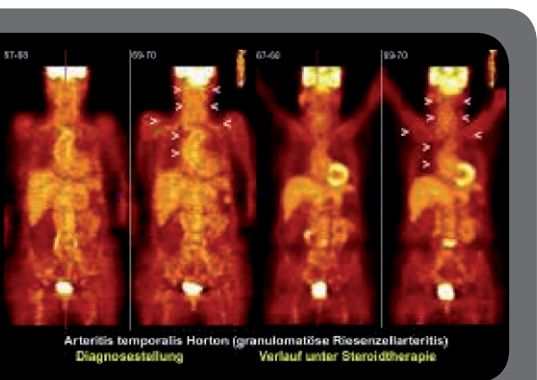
Therapiekontrolle einer floriden Riesenzellerarteriitis mit FDG-PET. Die beiden linken Schnitte zeigen eine floride Arteriitis nicht nur in den Temporalarterien sondern auch im Aortenbogen einschließlich der abgehenden Arterien und eine weitgehende Rückbildung unter Steroidtherapie in den beiden Schnitten rechts.
